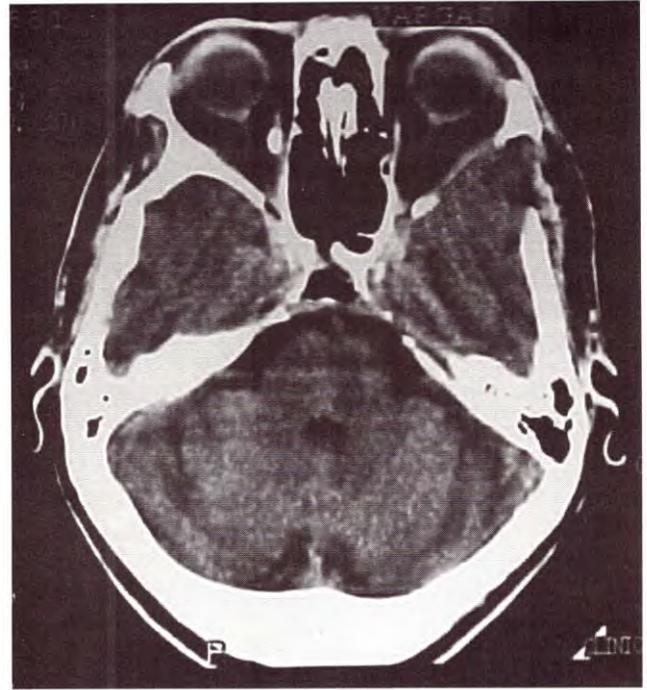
TAC postoperatoria sin tumor.
